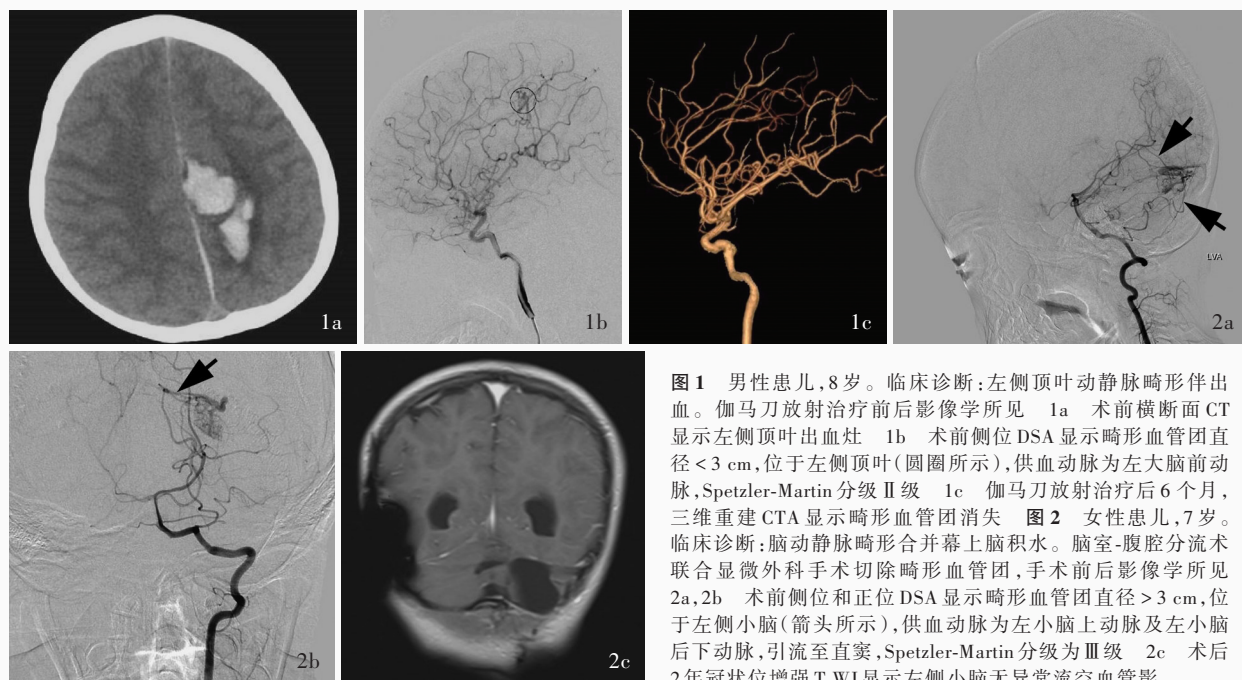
One 8-year-old boy diagnosed with left parietal arteriovenous malformation combined cerebral hemorrhage. Imaging findings before and after gamma knife radiosurgery. Preoperative axial CT showed hemorrhage in the left parietal lobe (Panel 1a). Lateral DSA showed the CAVM was with a maximum diameter of less than 3 cm, located in the left parietal lobe (circle indicates), supplied by the left anterior cerebral artery. The CAVM was Spetzler-Martin grade II (Panel 1b). 3D reconstruction CTA showed the CAVM was disappeared at 6 months after gamma knife radiosurgery (Panel 1c). Figure 2 One 7-year-old girl diagnosed with CAVM combined with supratentorial hydrocephalus and suffered ventriculoperitoneal shunt and vascular malformation craniotomy. Imaging findings before and after surgery. Preoperative lateral (Panel 2a) and anteroposterior (Panel 2b) DSA showed the CAVM was with a maximum diameter of over 3 cm, located in the left cerebellum (arrows indicate), supplied by the left superior cerebellar and posterior inferior cerebellar arteries, and drained to the straight sinus. The CAVM was Spetzler-Martin grade III. Coronal enhanced T₁WI showed no abnormal flow-void vascular shadow was seen in the left cerebellum (Panel 2c).
